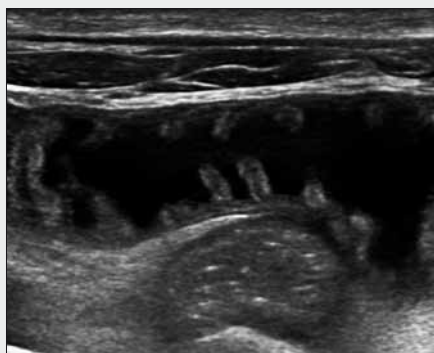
Normal ultrasound findings in the jejunum
